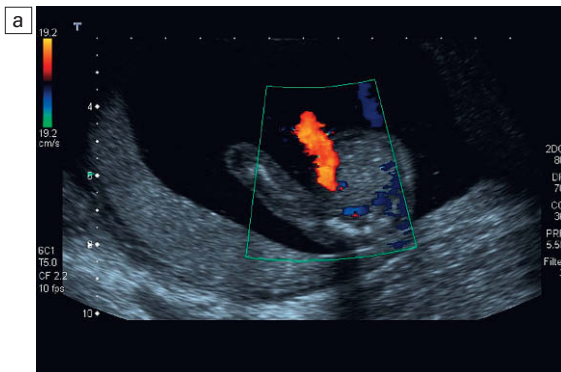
a) Doppler color de la pelvis de un feto con una única arteria umbilical. b) Arteria umbilical única en la pelvis flanqueada por dos arterias femorales.
